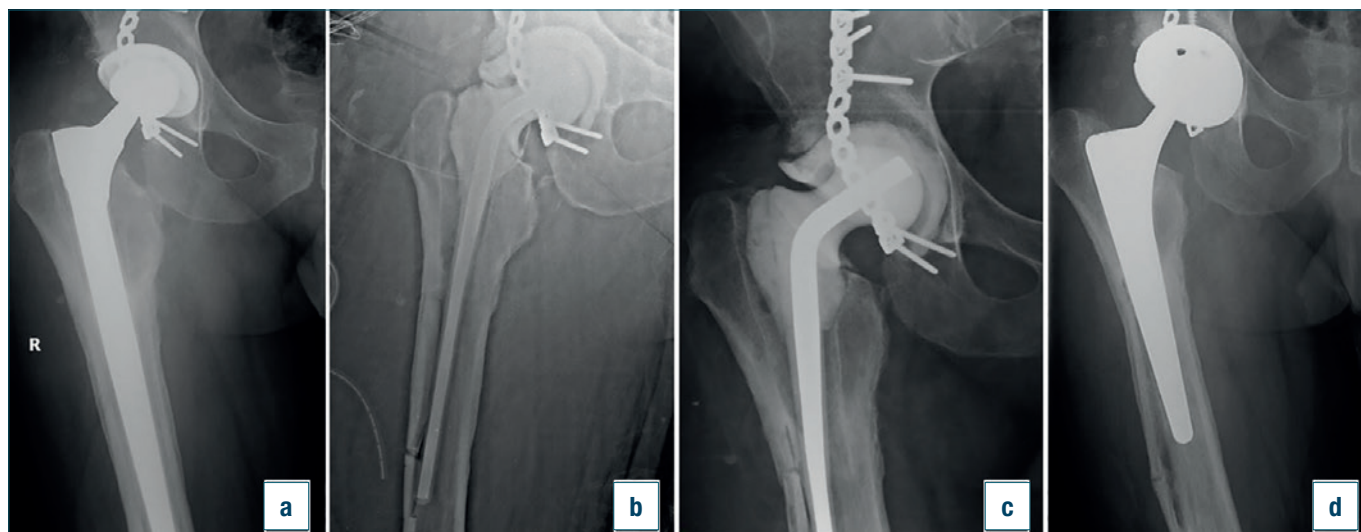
Analisi radiografica di un caso di de-escalation. Maschio di 36 anni con pregressa frattura acetabolare trattata con sintesi affetto da infezione periprotetica da *Stafilococco Aureo* Meticillino-sensibile. A) radiografia preoperatoria. B) Radiografia nell'immediato postoperatorio all'espianto con presenza di spaziatore femorale lungo, spaziatore acetabolare in sede e finestra corticale. C) Radiografia di controllo a 3 mesi. Si noti la buona guarigione della finestra femorale. D) Radiografia a 1 anno e 2 mesi di follow-up con la presenza di uno stelo CLS di primo impianto.
